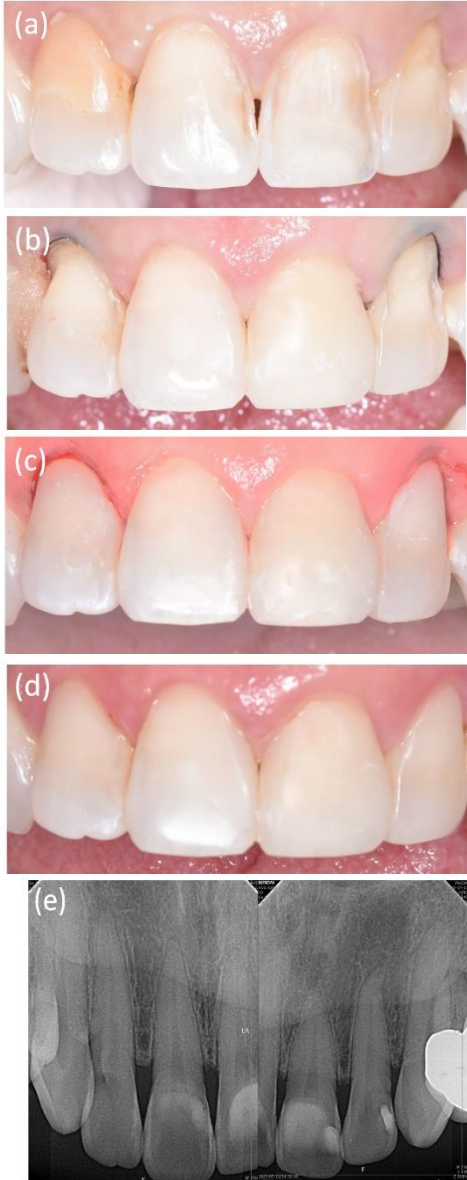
(a) 상악 우측 중절치와 상악 좌측 중절치의 직접 레진 비니어를 위한 치아 삭제, (b) 상악 우측 측절치와 상악 좌측 측절치의 직접 레진 비니어를 위한 치아 삭제, (c) 직접 레진 비니어 수복 후 상악 전치부의 임상 사진, (d) 1달 후 경과 관찰 시 임상 사진, (e) 술 전 방사선 사진, (f) 술 후 방사선 사진, (g) 술 전 임상 사진(frontal view), (h) 술 후 임상 사진(frontal view).
